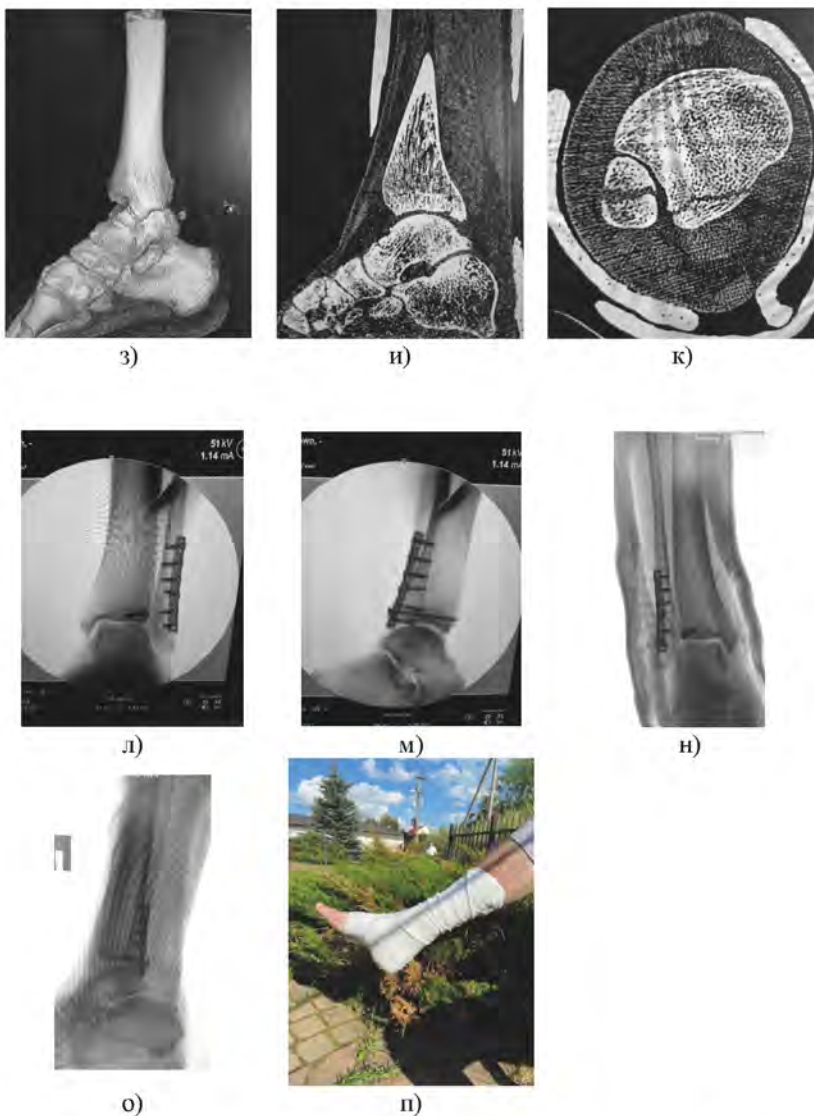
Клинический пример. Перелом 44 В3.1 у пациента В., 35 лет: а, б — рентгенограммы в прямой и боковой проекциях при первичном обращении; в, г — рентгенограммы после наложения первичной гипсовой иммобилизации; д, е, ж, з, и, к — данные КТ-обследования — перелом заднего края ББК и латеральной лодыжки; л, м — интраоперационный рентгенологический контроль — положение отломков и имплантатов удовлетворительное, подвывиха таранной кости нет; н, о — послеоперационные рентгенограммы в двух проекциях; п — вид конечности после операции в гипсовой повязке.
